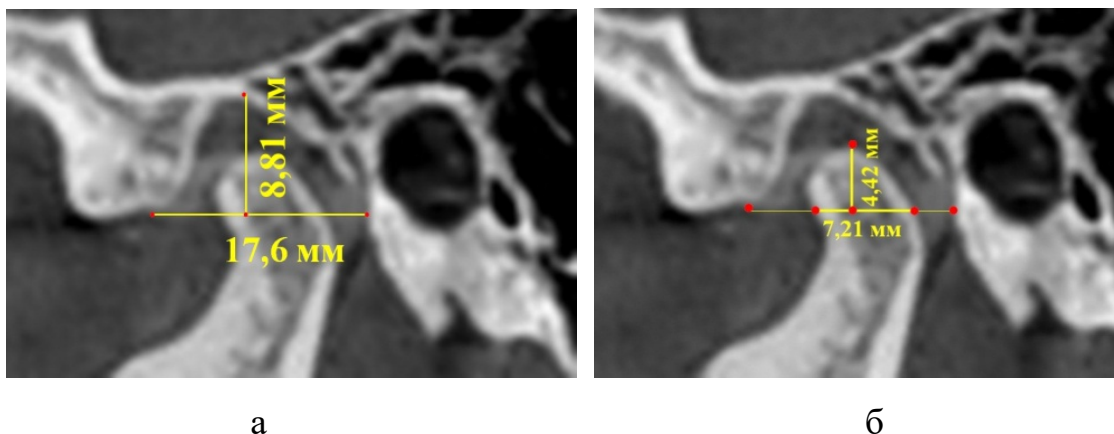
Томограммы ВНЧС пациента Х., справа с нанесёнными реперными линиями и данными измерения суставной ямки (а) и суставной головки (б).
